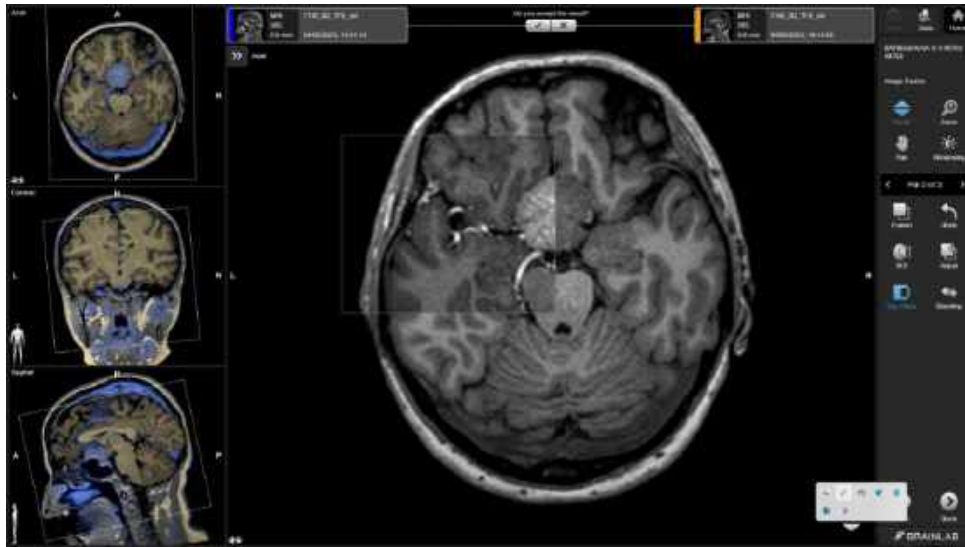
П-ка Н-ок О.В., 61 р., (1-ий етап). Співставлення двох режимів МРТ (Т1 з внутрішньовенним підсиленням та Т1 без внутрішньовенного підсилення) із використанням інструменту Image Fusion у програмі Brainlab.
